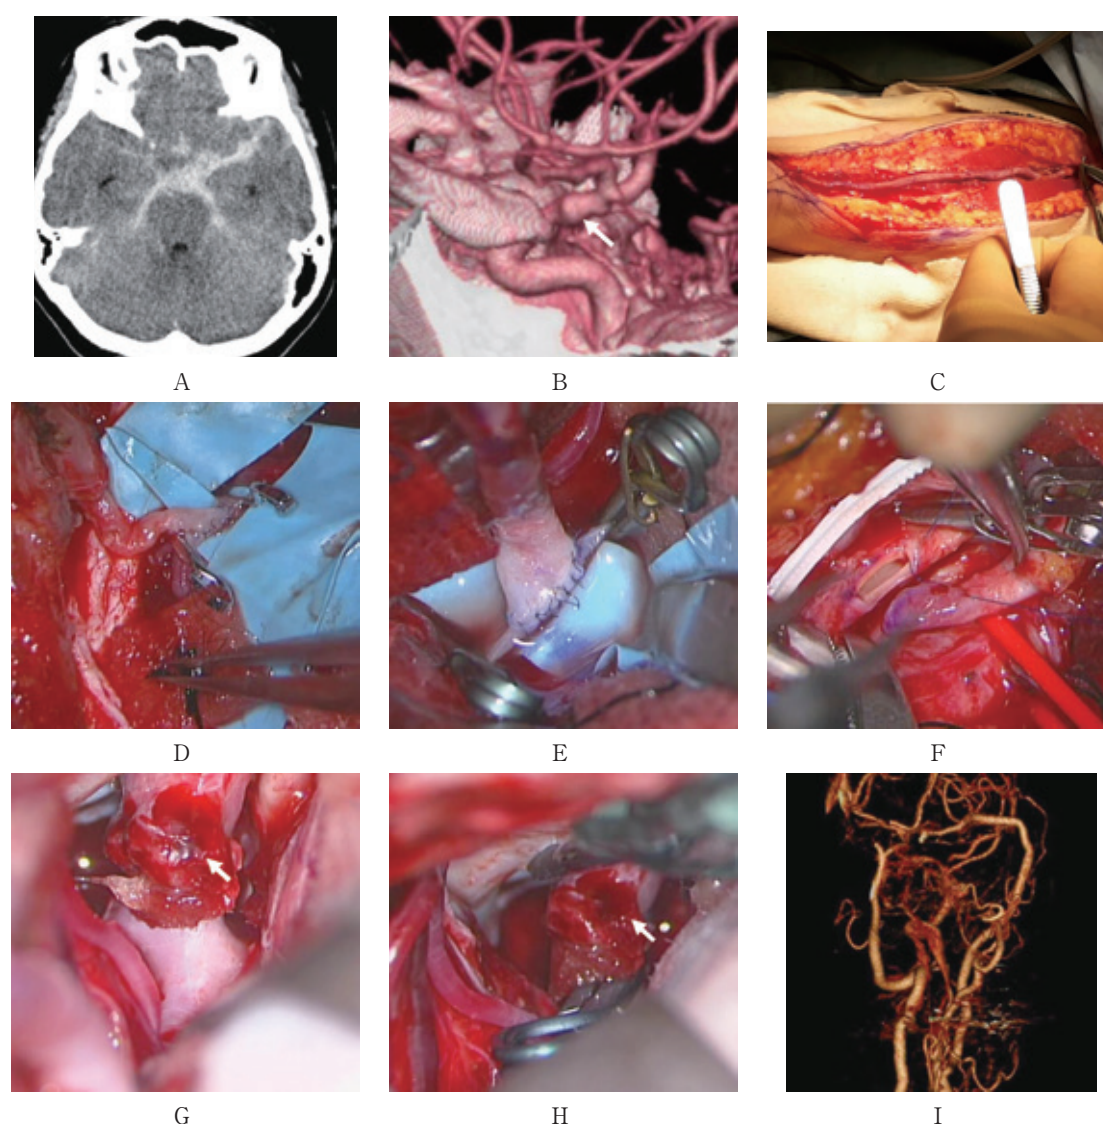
A, Initial head CT revealed SAH around the left ICA. B, 3D CTA showing the suspected left ICA dissecting aneurysm (arrow). C, The left radial artery dissection. D, Left STA-MCA anastomosis. E, The RA-M2 anastomosis. F, The RA-ECA anastomosis. G, H, Intraoperative photographs of the exposed aneurysm site, showing the dorsally bulging dissecting aneurysm covered with clots (arrow) and trapped with two clips on the ICA (arrow). I, Postop. 3D CTA showing patency of the STA-M4 anastomosis and the ECA-RA-M2 anastomosis with obliteration of the aneurysm and distal ICA.
